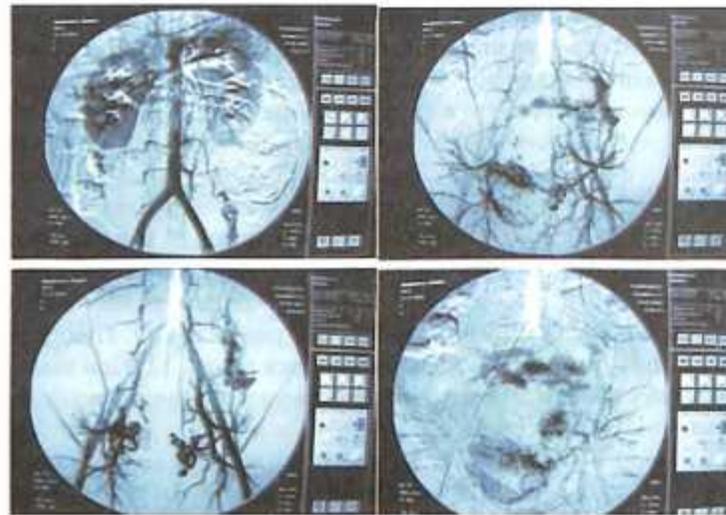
Та же больная. Ангиограмма бассейна абдоминальной аорты, *а, б* – начальные фазы контрастирования. Томограмма *а, 1* – контуры плода в брюшной полости на фоне контрастирования абдоминальной аорты и почек, *в, з* – поздние фазы контрастирования. Томограмма *з, 2* – секвестрация контрастного вещества в области плаценты (собственный материал).
